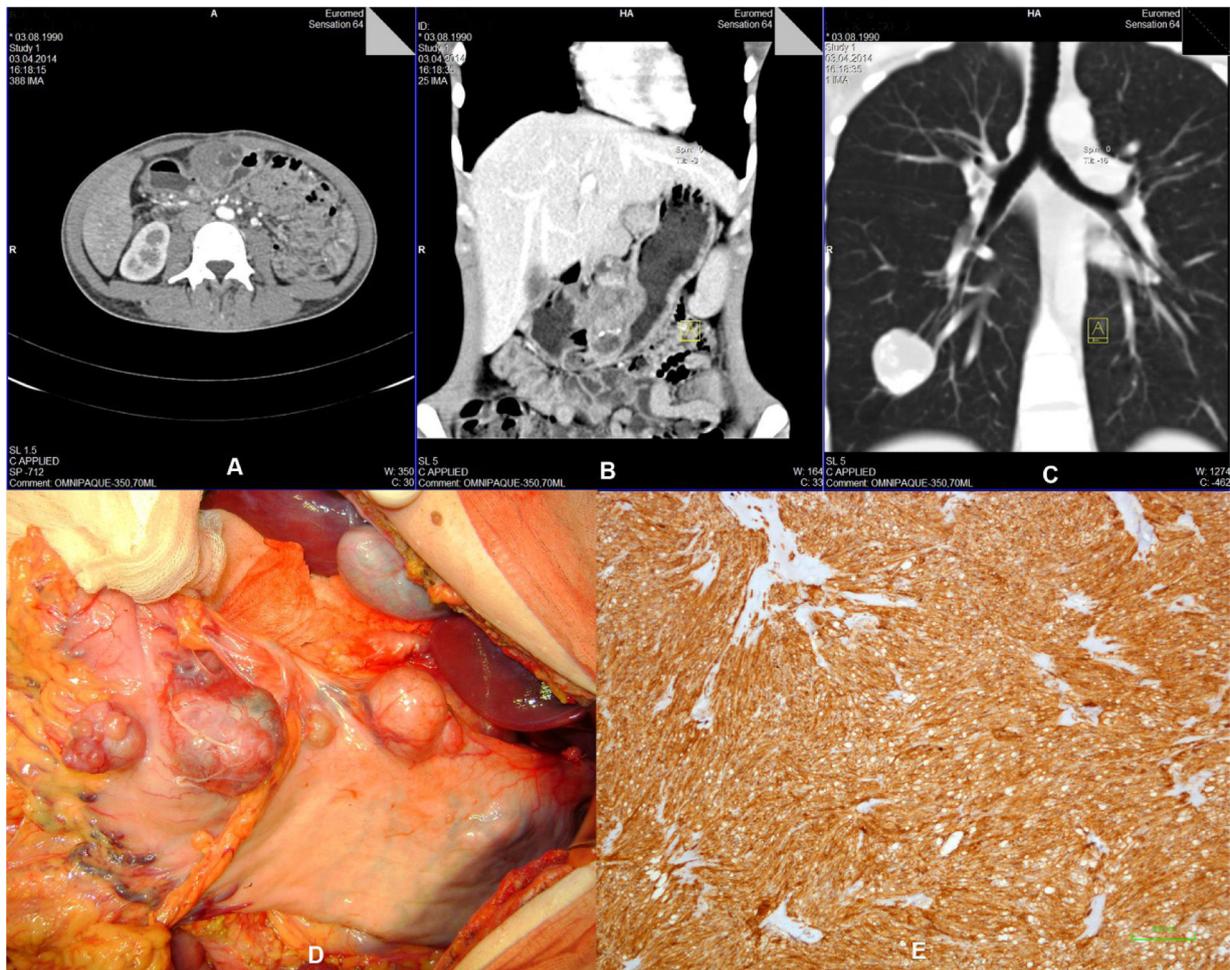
Vista axial (A) y vista coronal (B) de la TC abdominal con contraste donde se observan tumores multifocales en la parte distal del estómago. C) La TC torácica muestra una masa bien delimitada compatible con condroma pulmonar. D) Múltiples tumores nodulares en el antro gástrico. E) Células tumorales positivas para anticuerpo anti-CD117 ($\times 100$).
